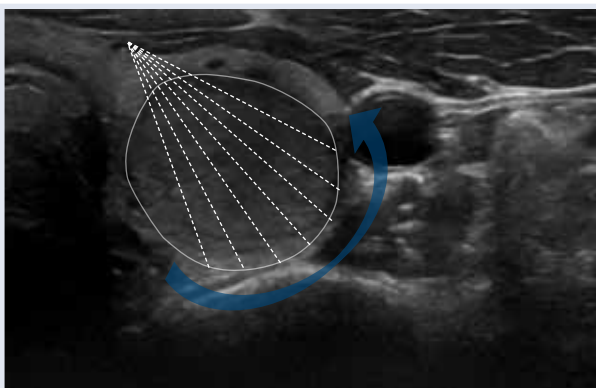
Beispiel der Behandlung eines autonomen Schilddrüsenadenoms. Der Knoten wird unter sonographischer Kontrolle dreidimensional mit einer Radiofrequenzelektrodenadel durchfächert und so vollständig denaturiert.
